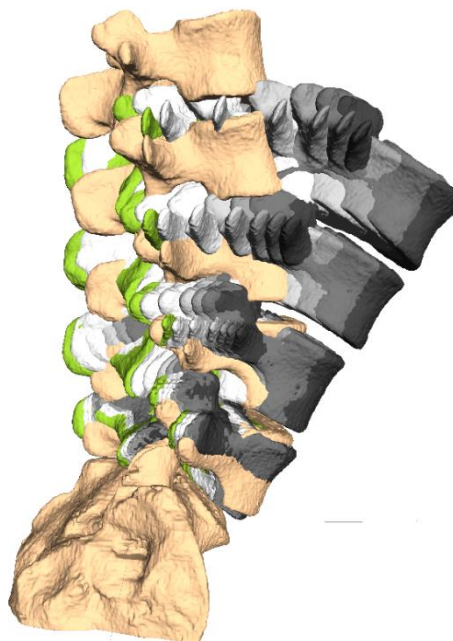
Überführung der Wirbeloberflächen in SIMPACK unter Berücksichtigung der zuvor berechneten Koordinatensysteme. Durch Verknüpfung der Koordinatensysteme der CT-Position (s. Abbildung oben: blau) mit denen der Bewegung (s. Abbildung oben: rot) konnte der Bewegungsablauf visualisiert werden. Beige beschreibt die CT-Position der LWS, grün zeigt die LWS während des aufrechten Stehens und in Graustufen ist die Bewegung visualisiert. Aus Gründen der Übersichtlichkeit, wird äquivalent zur Darstellung der Röntgenbilder nur jede zehnte berechnete Wirbelposition dargestellt.
